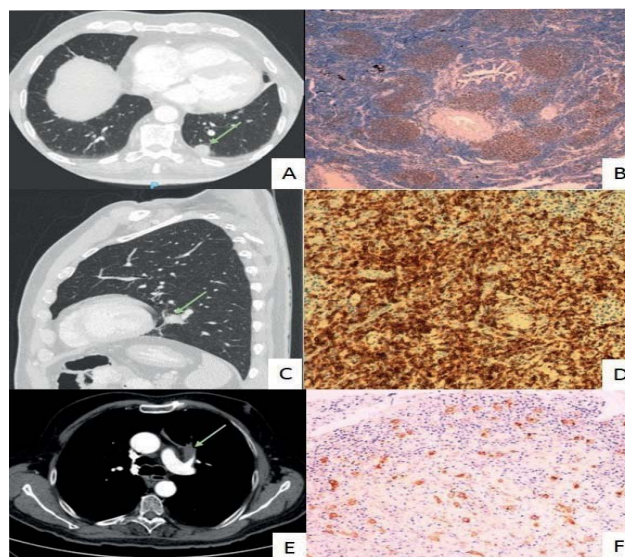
TC que muestra el nódulo en el LLI.
